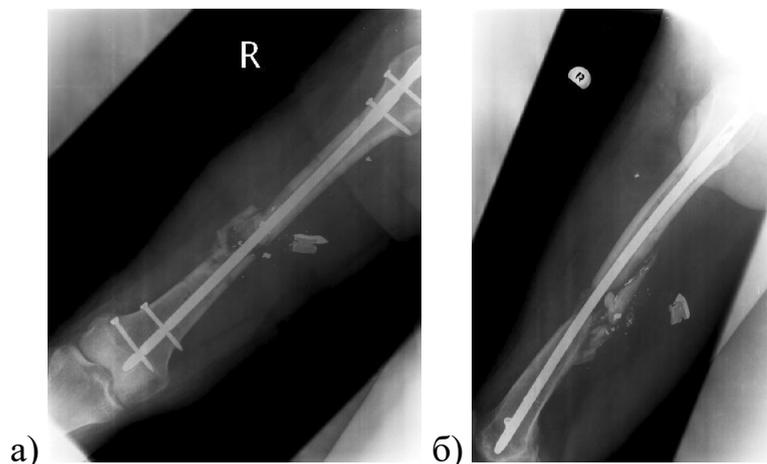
Раненый Т., 30 лет, рентгенограммы после внутреннего остеосинтеза: а) прямая проекция, б) боковая проекция
